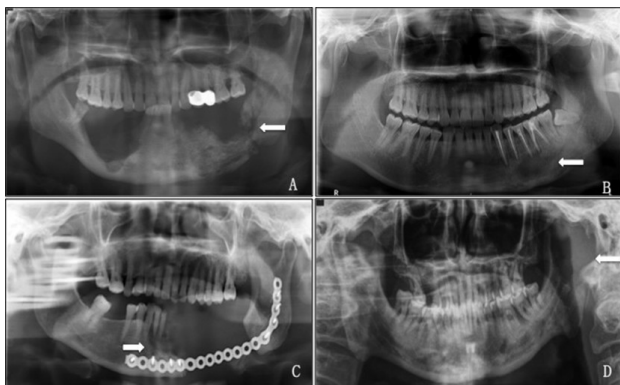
X线片示鉴别诊断相关疾病。A.下颌骨双膦酸盐骨坏死;B.慢性下颌骨骨髓炎;C.肿瘤局部复发侵犯下颌骨;D.甲状腺癌下颌支转移
